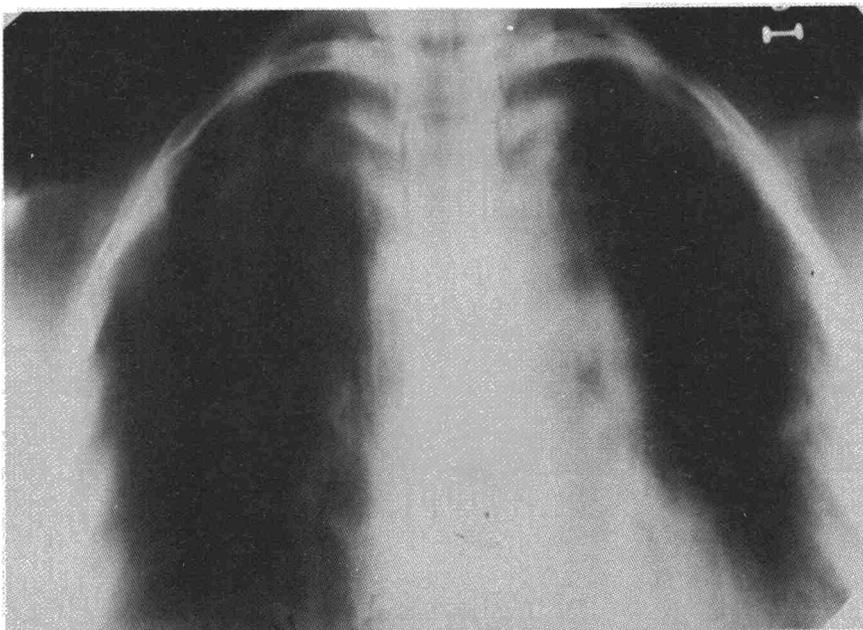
Tomografía al inicio del tratamiento.
